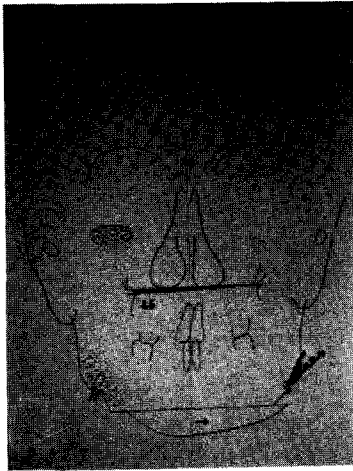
정면(左) 및 측면(右) 두부방사선계측사진 tracing 상의 수술계획에 관한 모식도.
